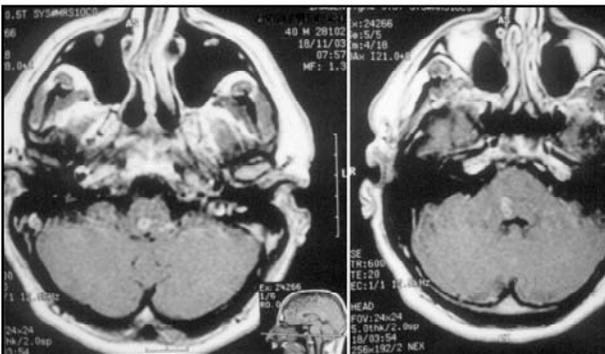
Resonancia magnética con gadolinio, corte axial que muestra lesiones en bulbo-protuberancia con el aspecto de microabscesos.
